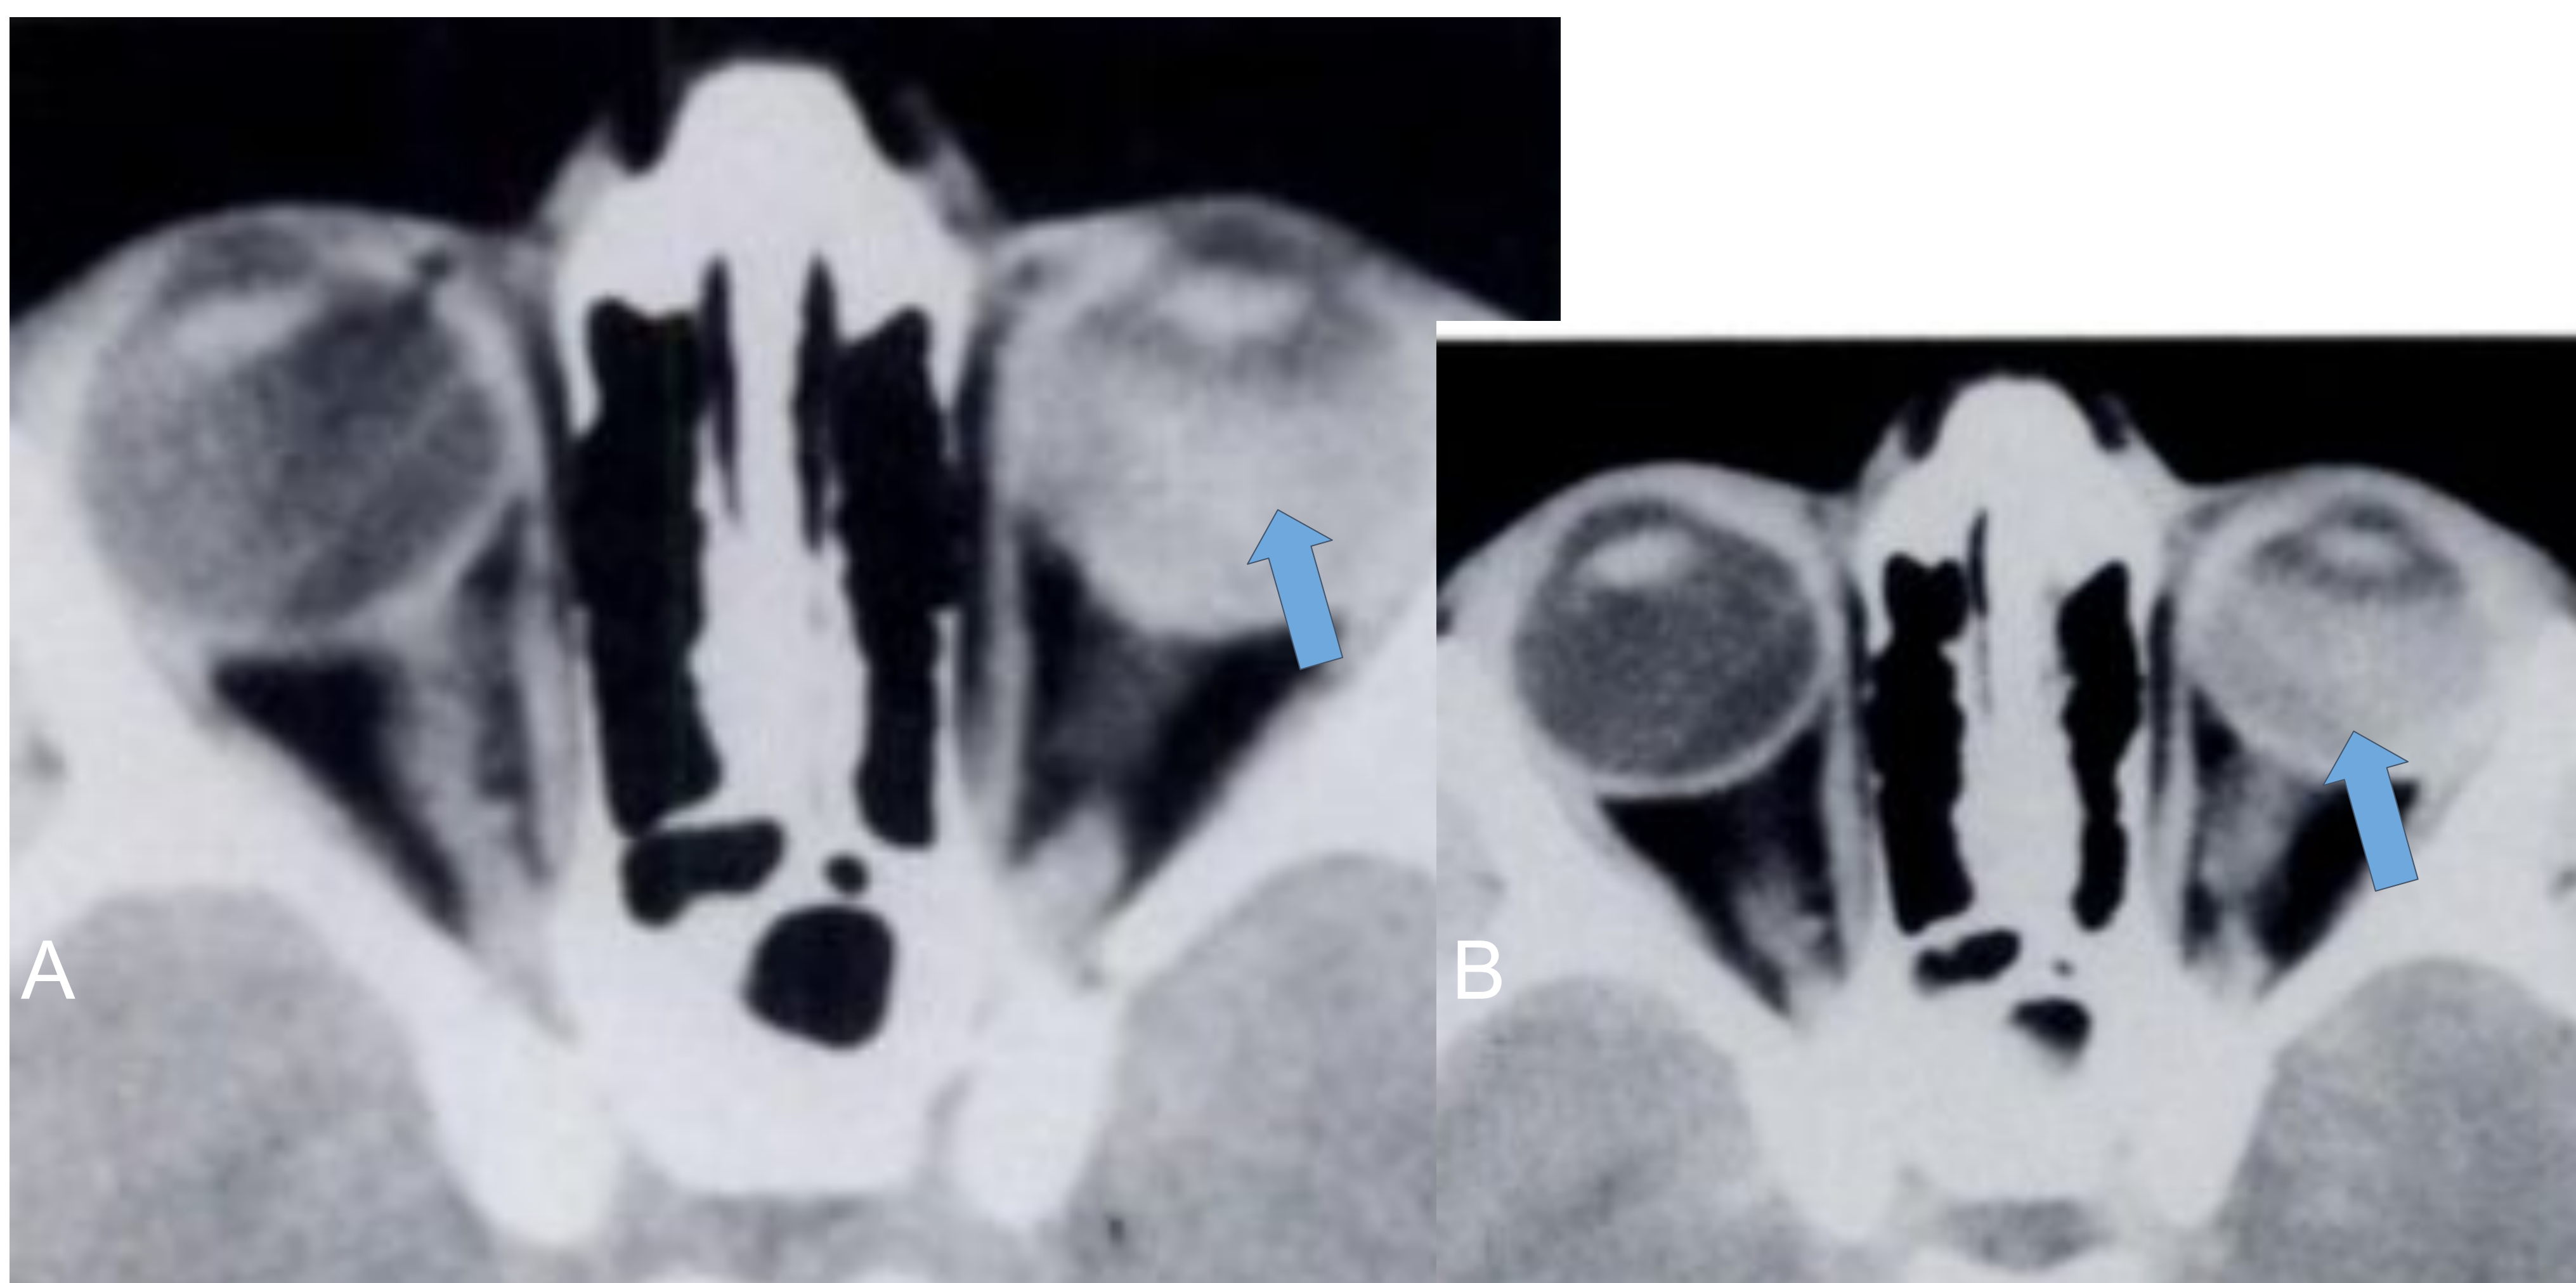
Imagen de TC de cráneo sin (A) y con contraste i.v(B): Se observa ocupando casi la totalidad del globo ocular izquierdo una masa, hiperdensa, uniforme, (imagen A) que no realza tras la administración del contraste (imagen B). Fuente: Edwards MG, Pordell et al.- 1985
